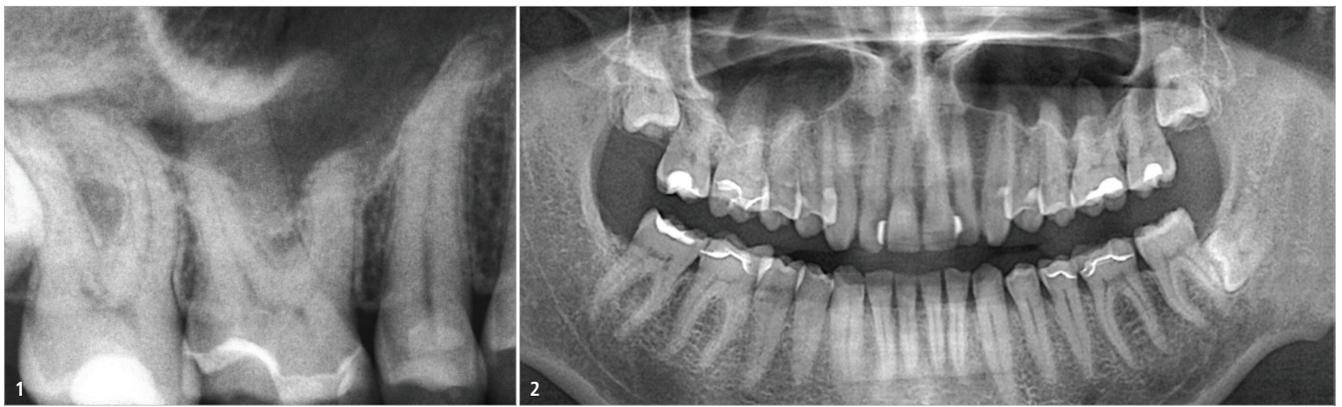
Periapikales Röntgenbild. – Abb. 2: Das Orthopantomogramm (OPG).
